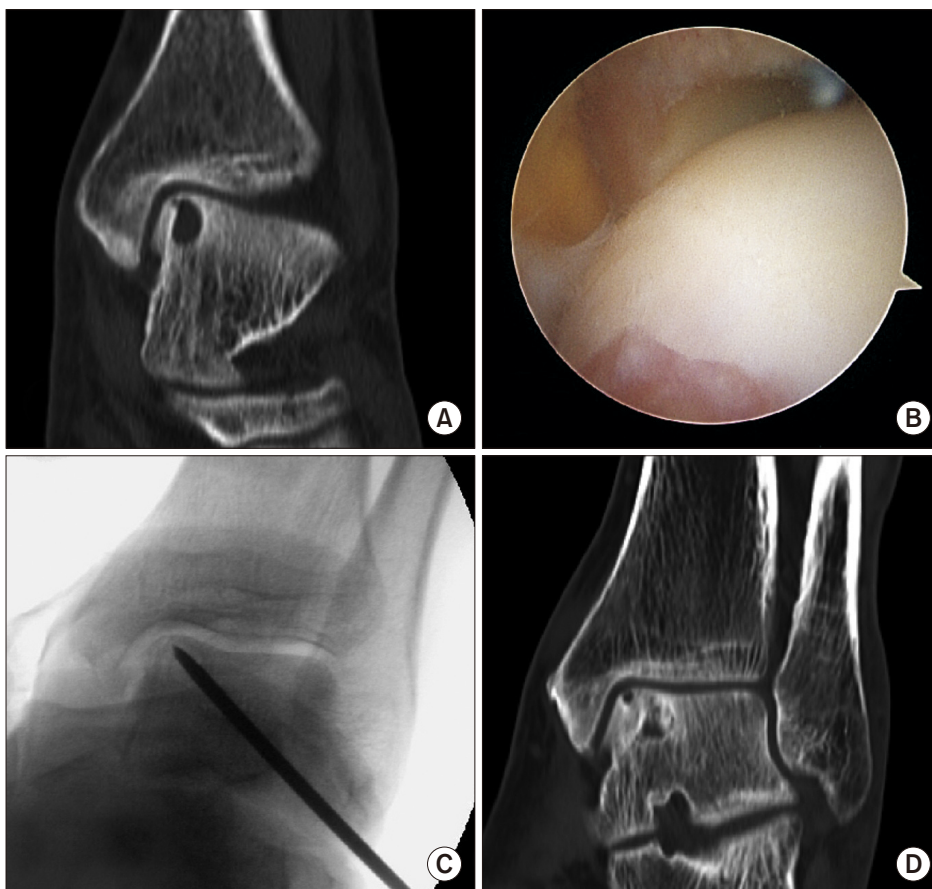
Retrograde drilling for the treatment of subchondral cyst. (A) Computed tomography (CT) image of subchondral cyst. (B) Arthroscopic image of intact overlying cartilage. (C) Retrograde drilling under fluoroscopy. (D) CT image at 12-month follow-up.
